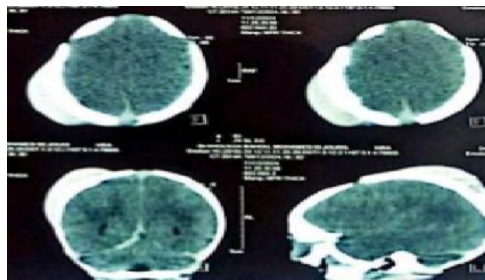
TDM cérébrale montrant une volumineuse collection sous-galéale sans lésion intracrânienne associée, confirmant le caractère isolé de l'hématome et orientant vers une prise en charge combinée (correction plaquettaire + évacuation chirurgicale)
